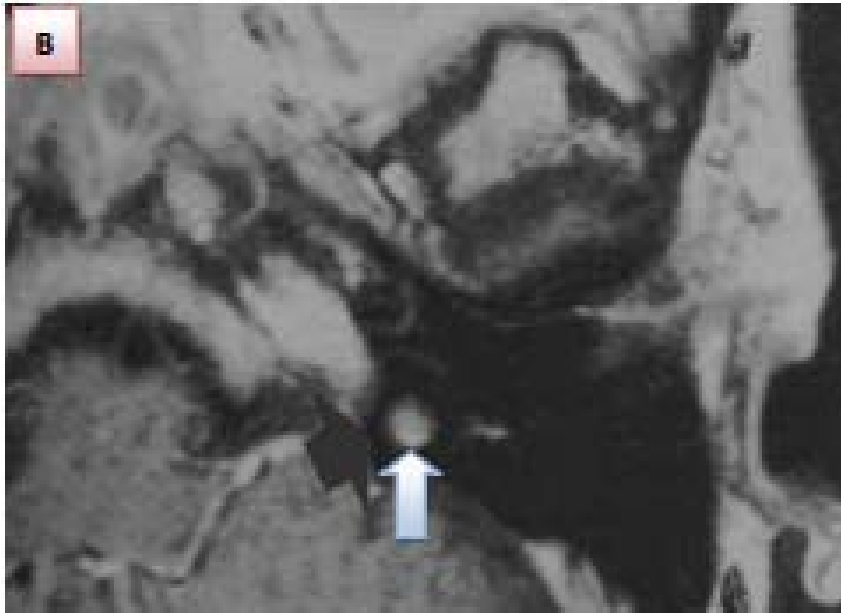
Coupe axiale d'IRM cérébrale, en séquence T1 après injection, centrée sur l'A.P.C., montrant une image nodulaire prenant le contraste dans la région du M.A.I : ectasie du golf de la jugulaire. (Flèche)[67]
